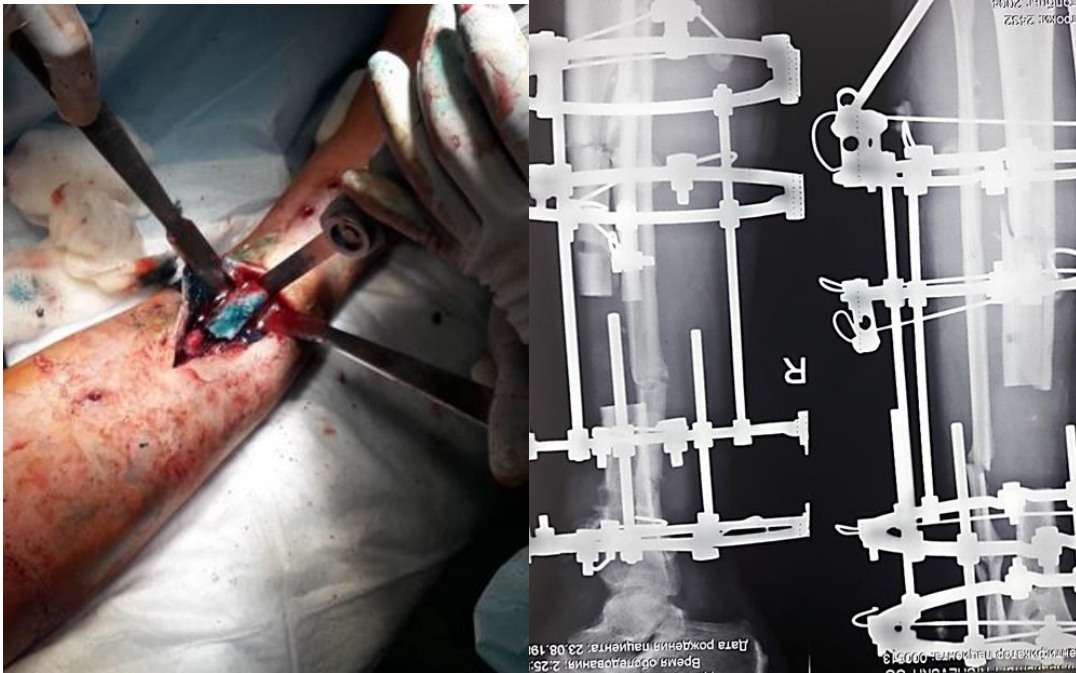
Резекція за типом сегментарної, білокальний режим КФ (рентгенограми). Рентгенограми проведення змінного білокального остеосинтезу КФ септичного незрощення правої великогомілкової кістки.
